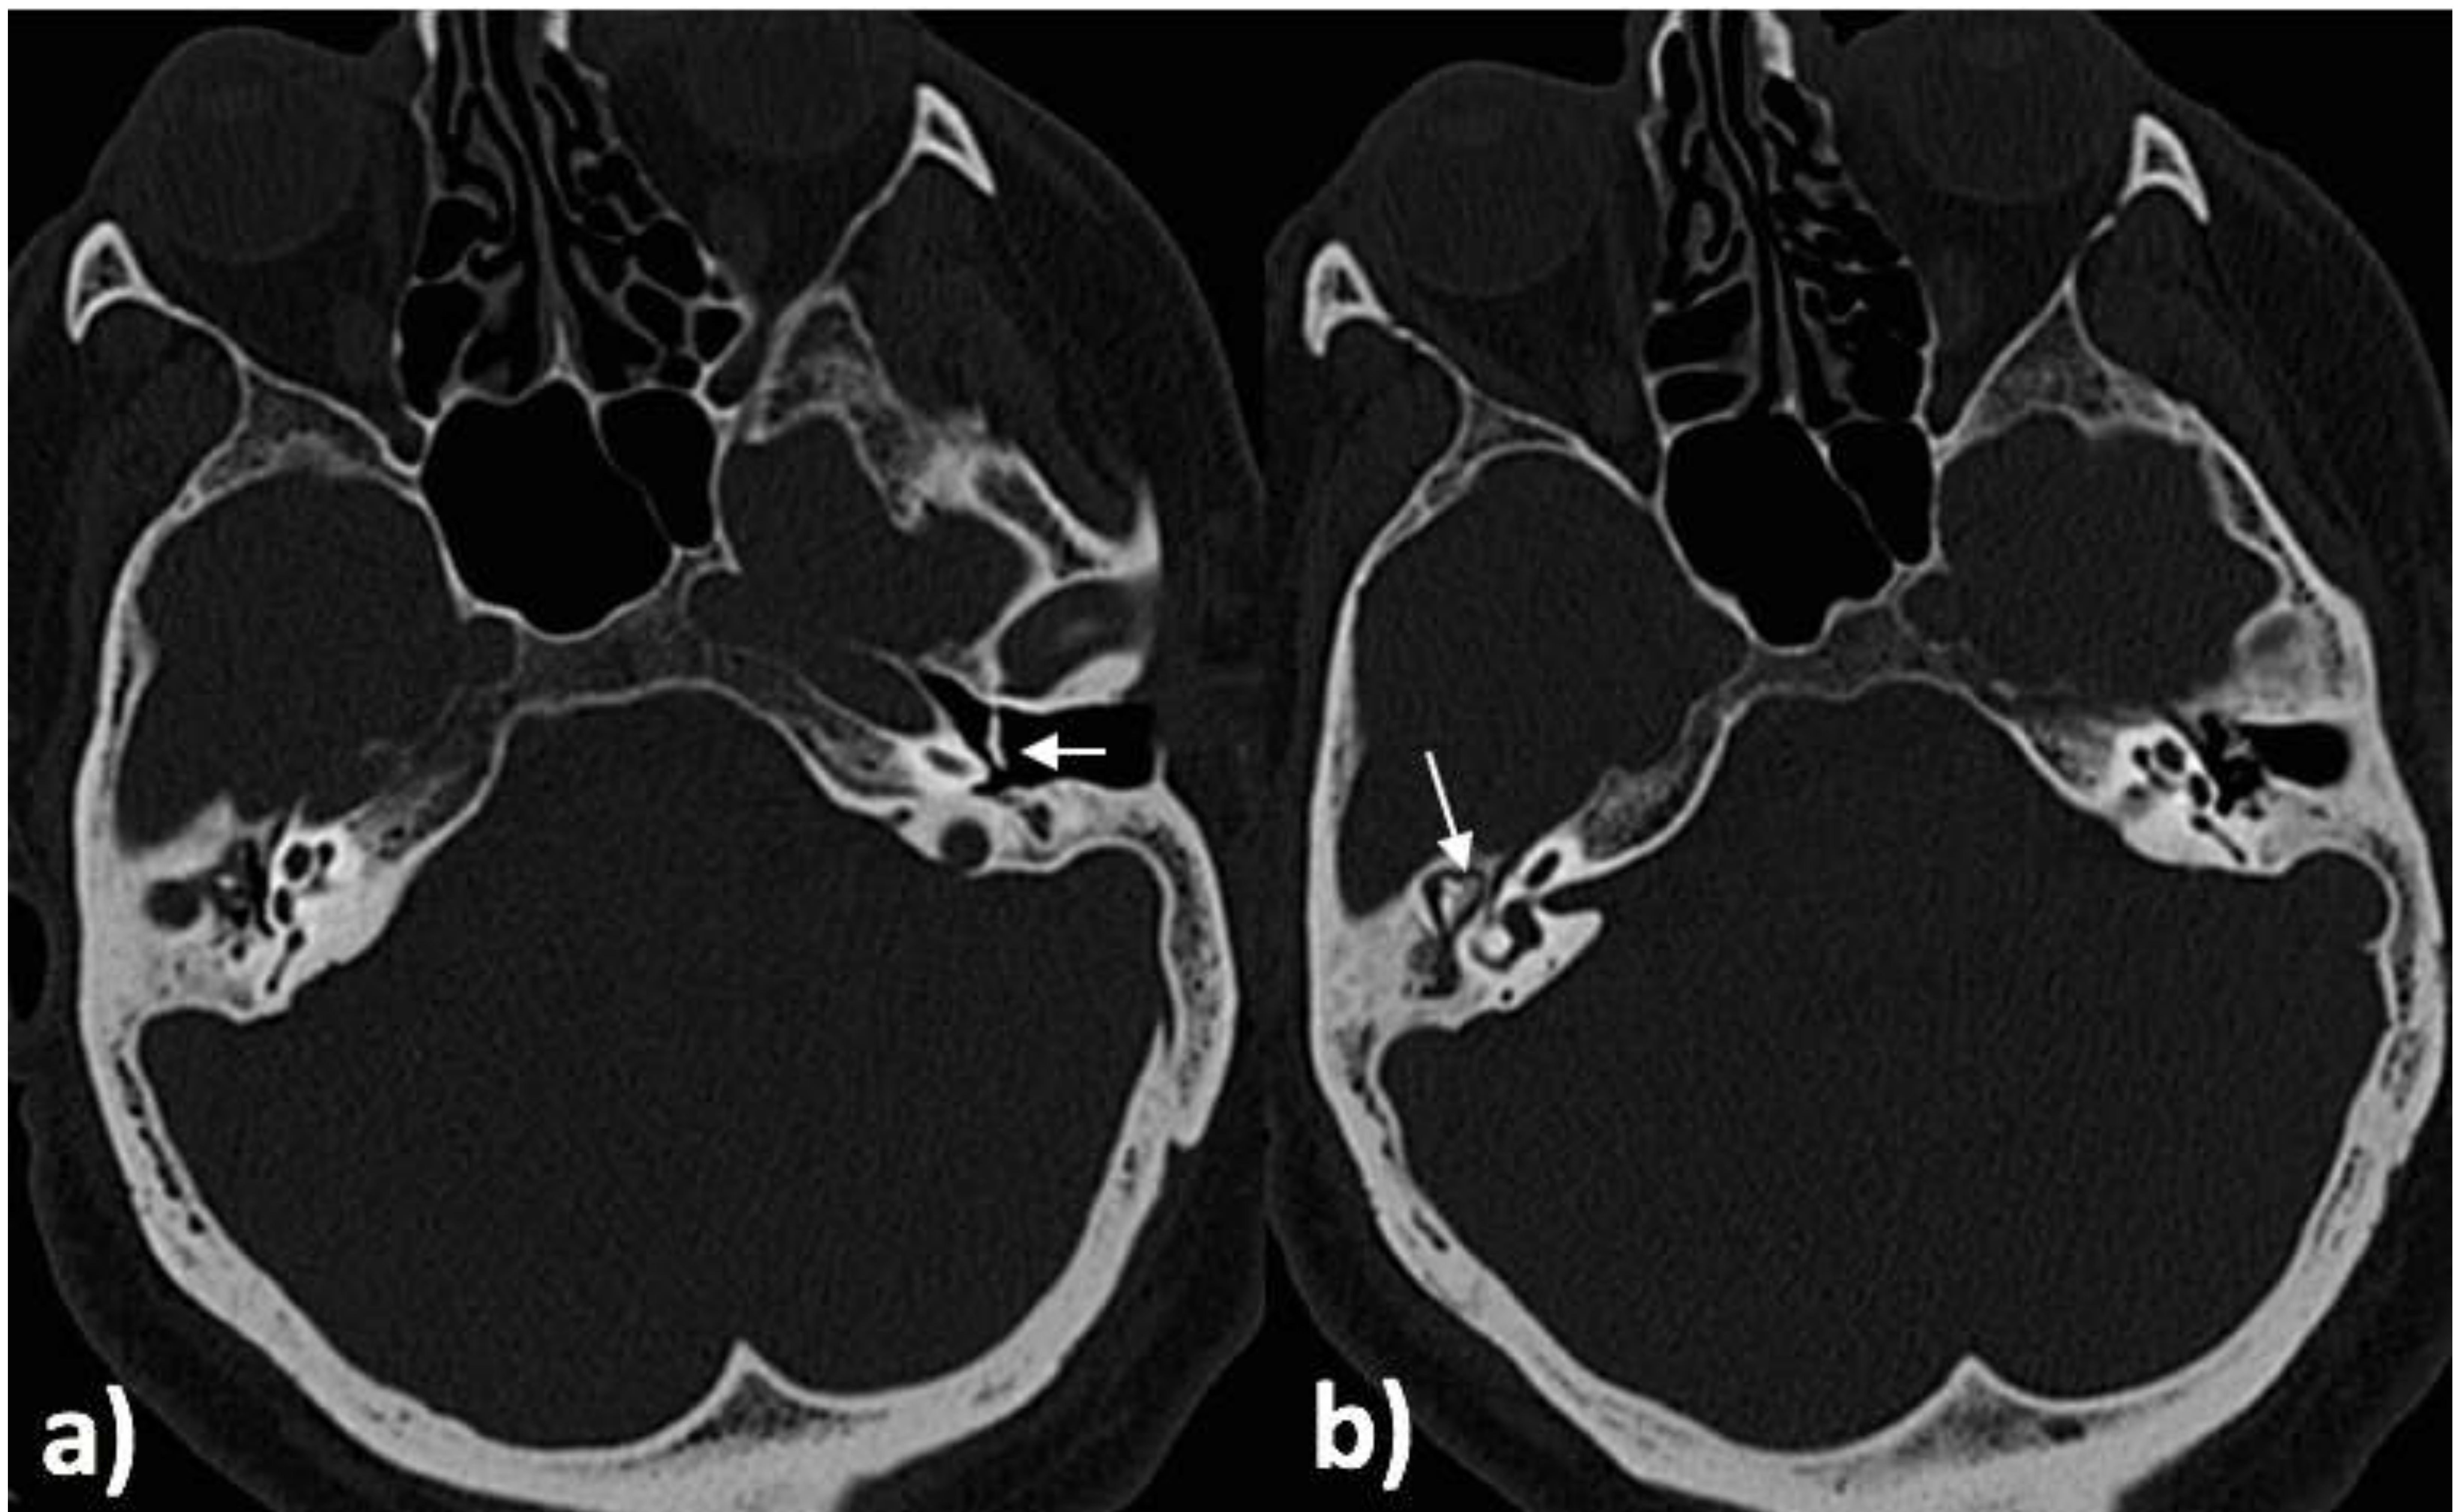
Cortes axiales de TC de peñascos, visualizando signos de timpanoesclerosis bilateral, observando en a) calcificación de la membrana timpánica en el oído izquierdo (miringoesclerosis) (flecha), sin ocupación de la caja del tímpano ni antro mastoideo, mientras que en b) identificamos calcificaciones grumosas rodeando parcialmente a la cadena osicular (flecha) en el oído derecho.
